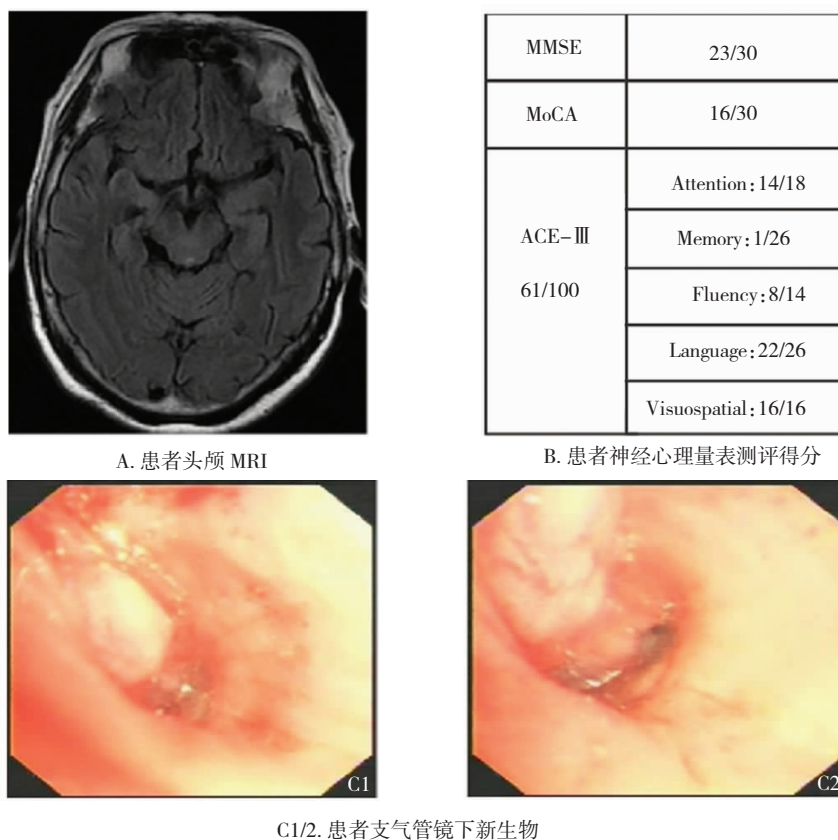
患者头颅 MRI,神经心理量表得分,以及支气管镜下新生物
